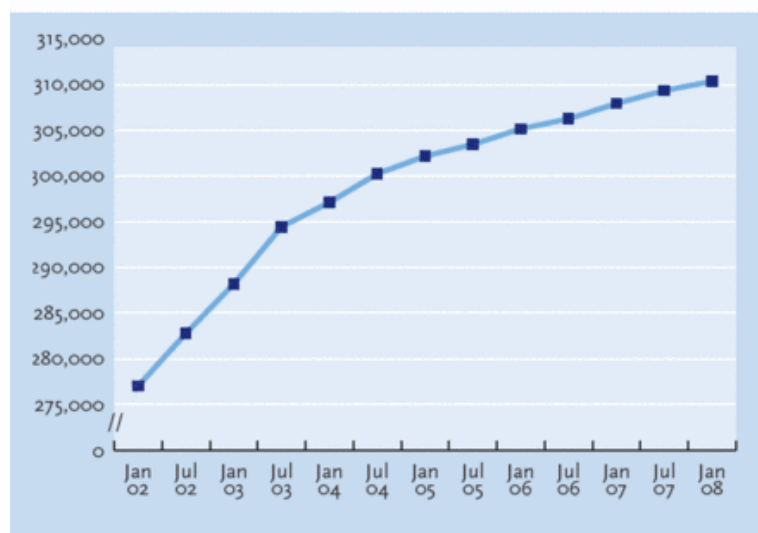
Antallet af SNOMED CT begreber over de sidste seks år.
